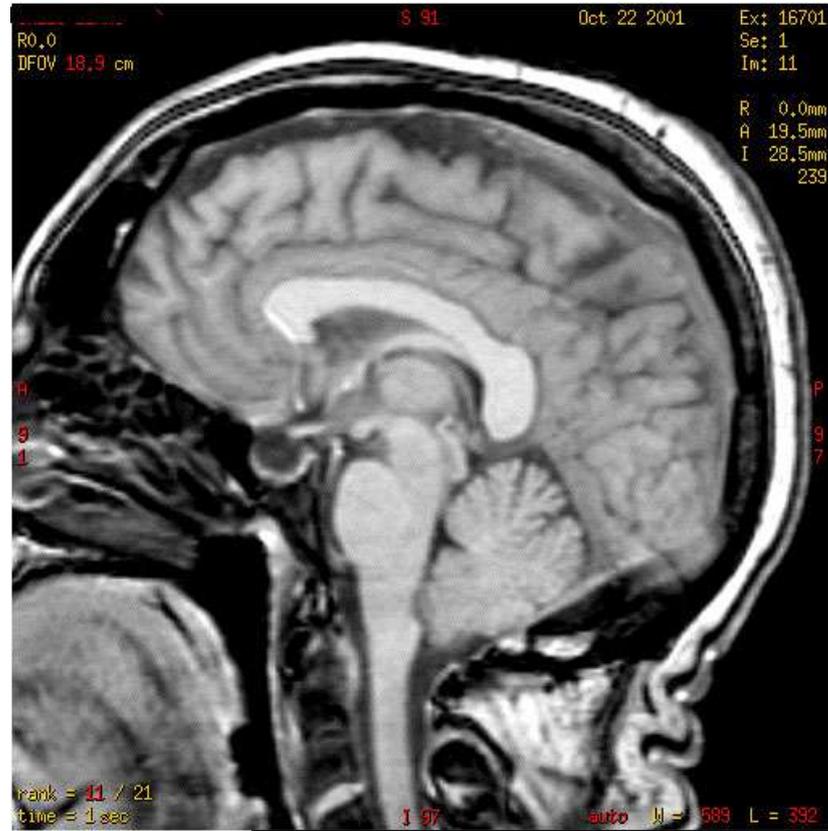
coupe sagittale des structures cérébrales en IRM
